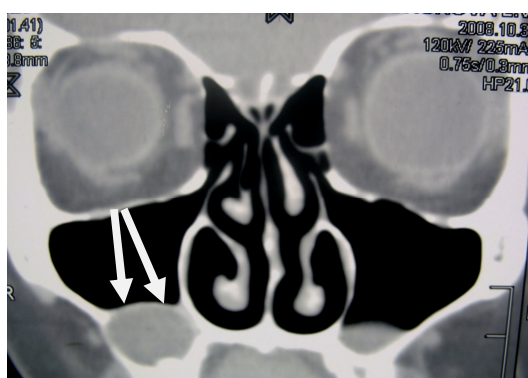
Реформат костей лицевого черепа МСКТ в коронарной проекции до лечения. Указаны контуры оболочки кисты.
